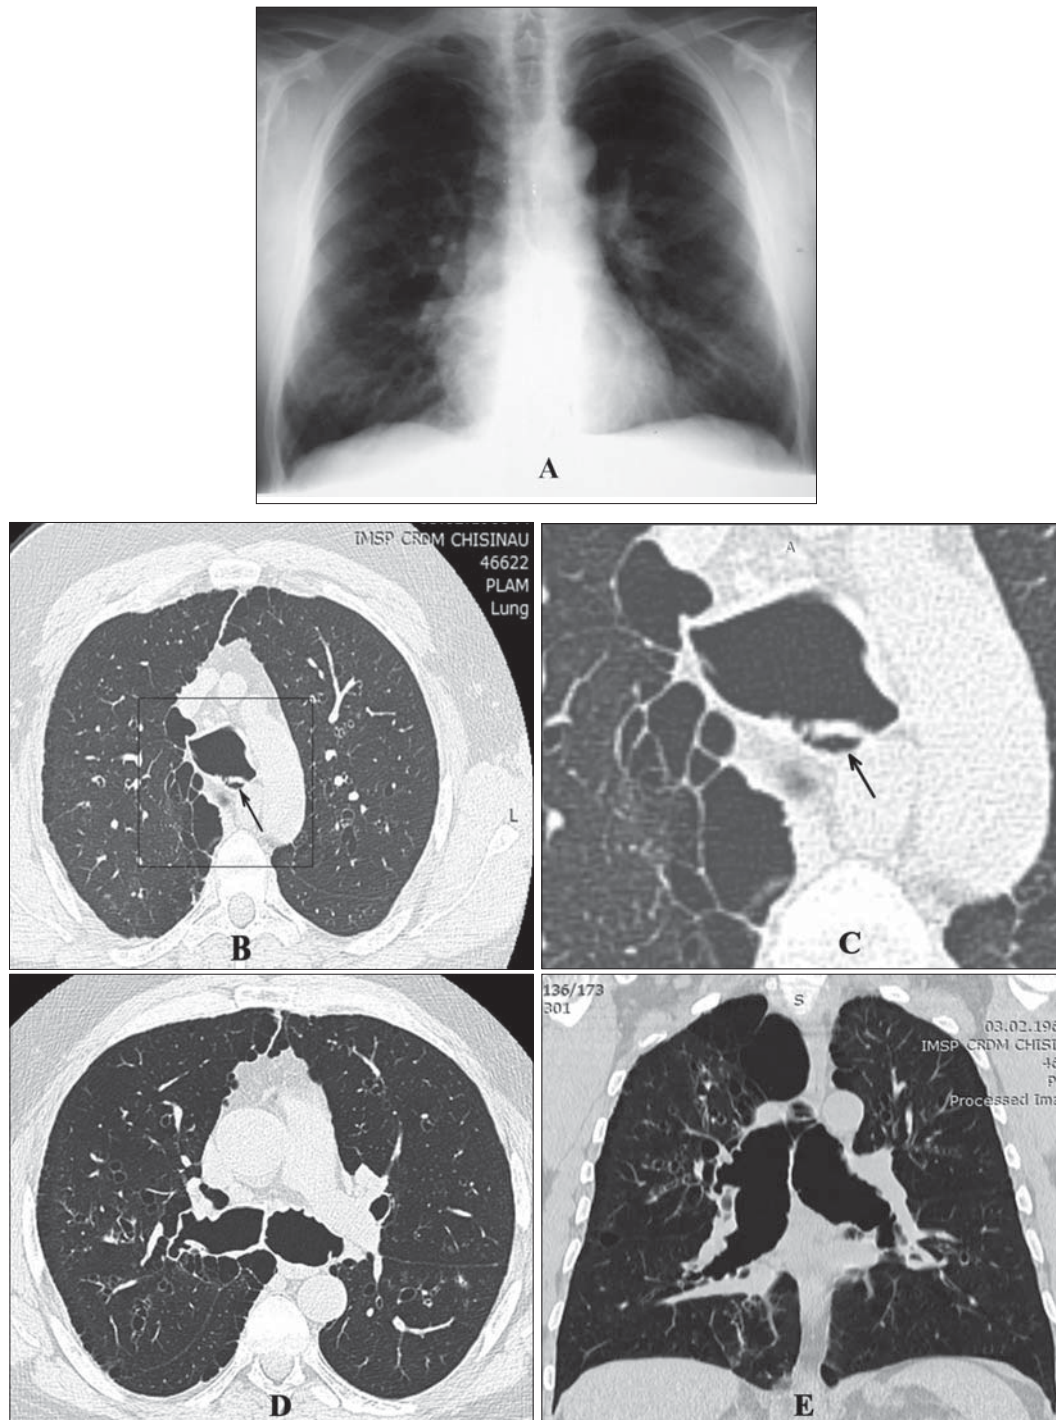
Radiografie de ansamblu și imagini ale tomografiei computerizate de înaltă rezoluție ale toracelui a cazului prezentat.
